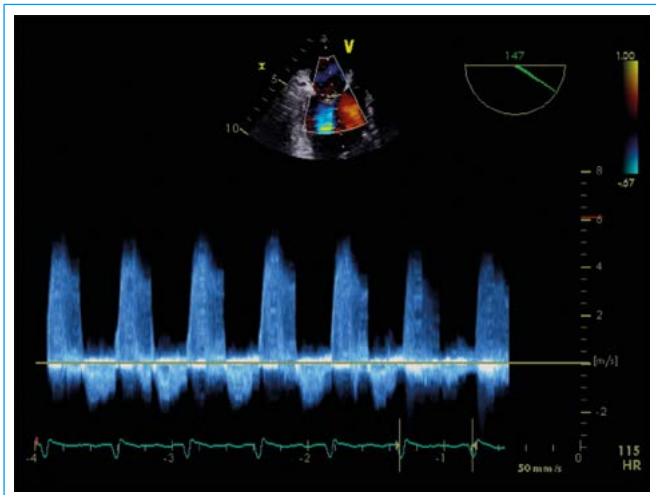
Evaluación con Doppler continuo de la insuficiencia mitral, donde se aprecia la intensidad de la señal del flujo regurgitante pan sistólico respecto al flujo anterógrado
